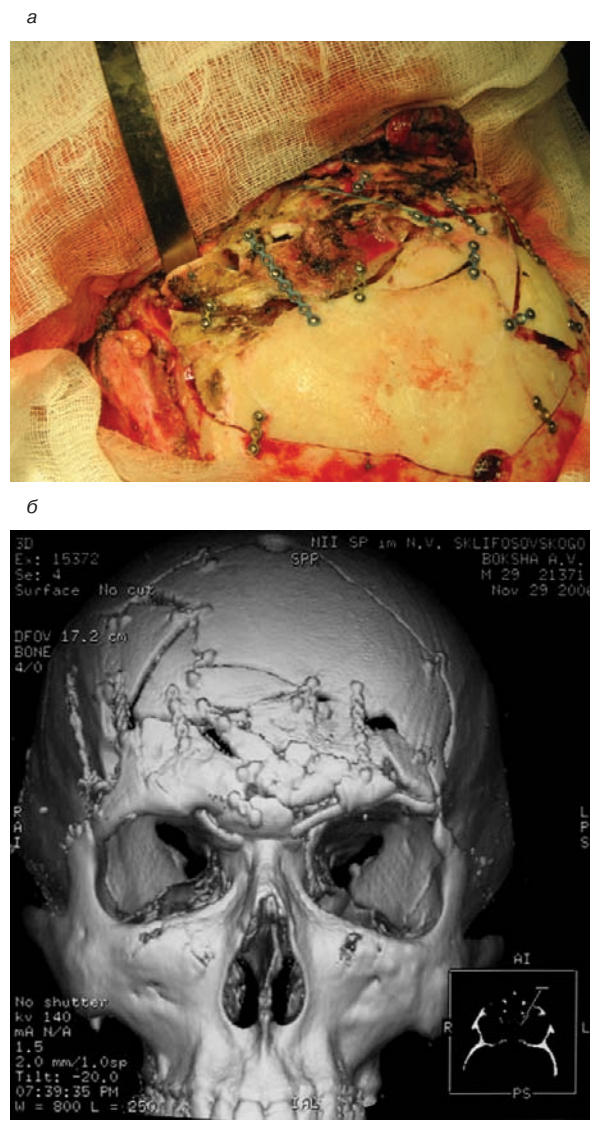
Первичная краниопластика аутокостью при вдавленном переломе лобной кости за счет репозиции и фиксации костных фрагментов титановыми пластинами и костными швами. а – интраоперационная фотография, б – 3D-КТ после операции первичной краниопластики.
